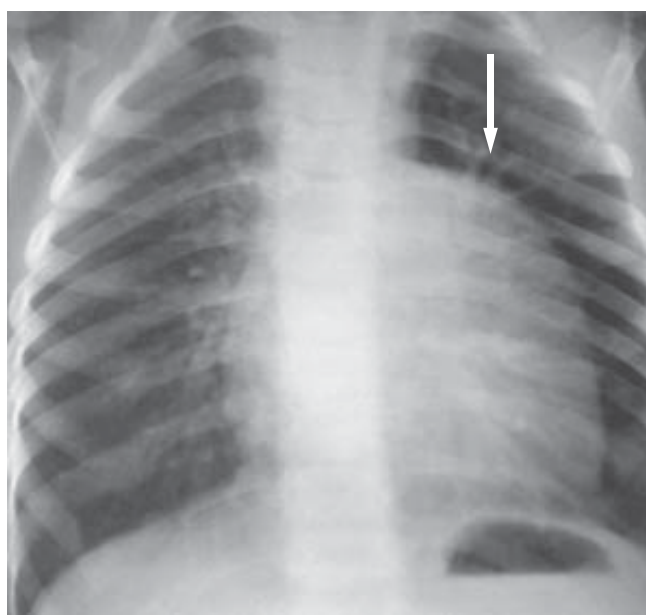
Рентгенограма хворого В. (історія хвороби № 1711). Стрілка вказує анеризму ВТПШ
